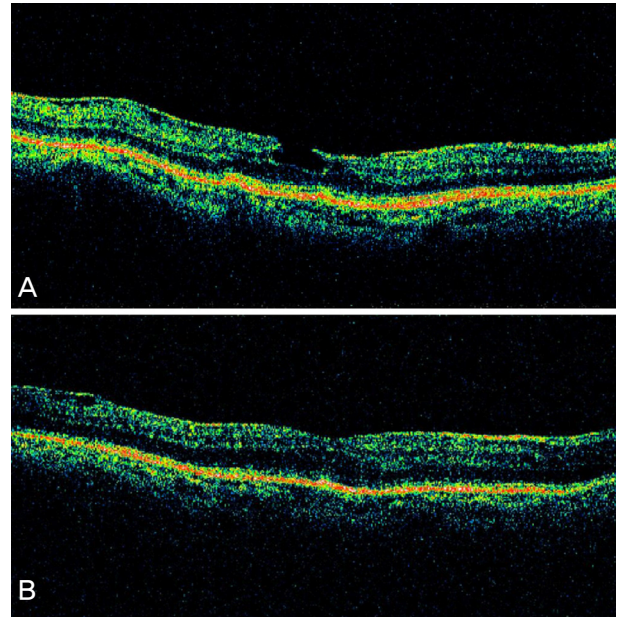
Case 2. (A) Optical coherence tomography findings before surgery show lamellar macular hole with thickened epiretinal membrane, intraretinal split, intact photoreceptors. Preoperative BCVA is 0.5. (B) OCT findings at 4 weeks after surgery show much improved foveal configuration despite foveal thickening. Best corrected visual acuity improved to 0.8 and her symptom of metamorphopsia disappeared.
